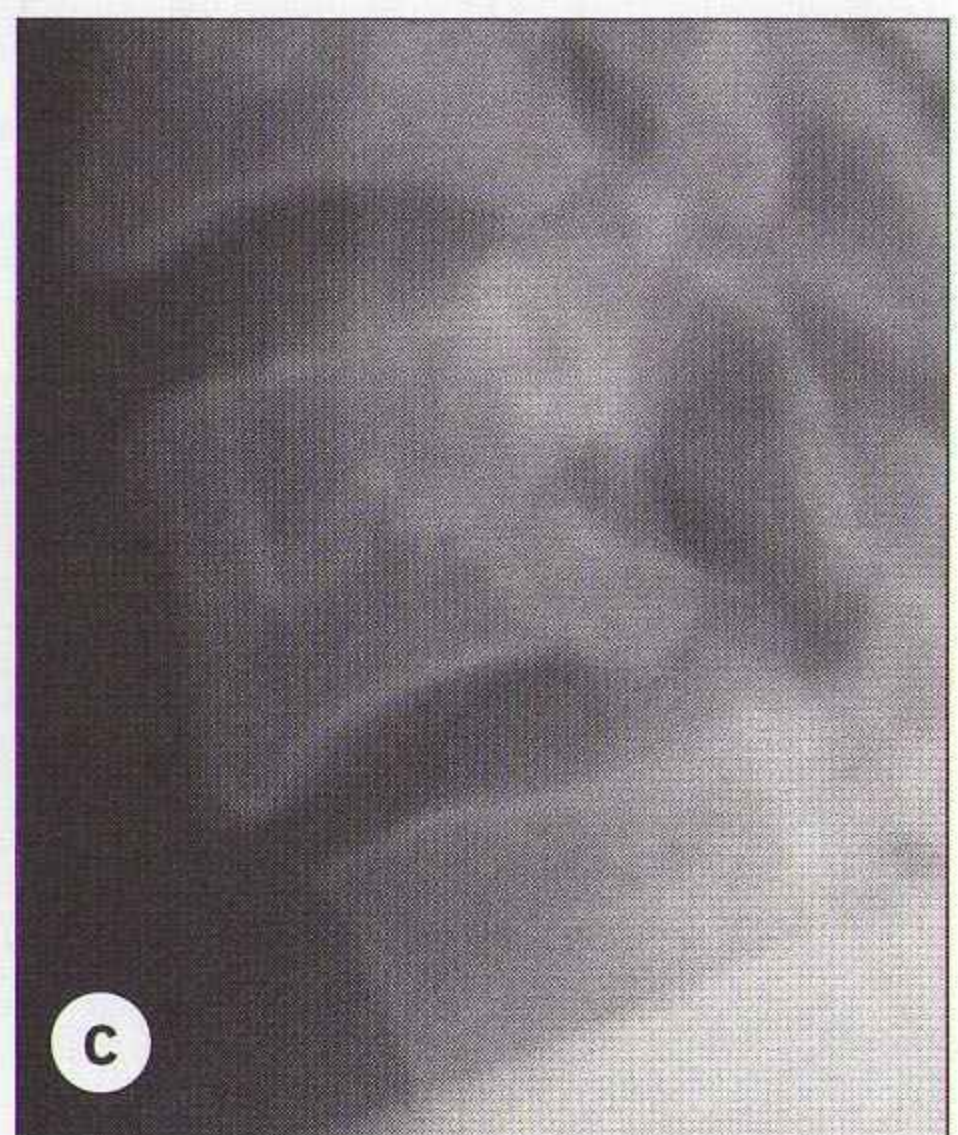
La radiographie initiale (a) apparaît normale. Mais C7 et le plateau supérieur de T1 ne sont pas visibles. Avec les épaules abaissées (b, c), le glissement (listhésis) antérieur de C6 sur C7 est visible. Note : le cliché n'est cependant pas satisfaisant. Des incidences complémentaires doivent être réalisées pour visualiser le plateau supérieur de T1.*
